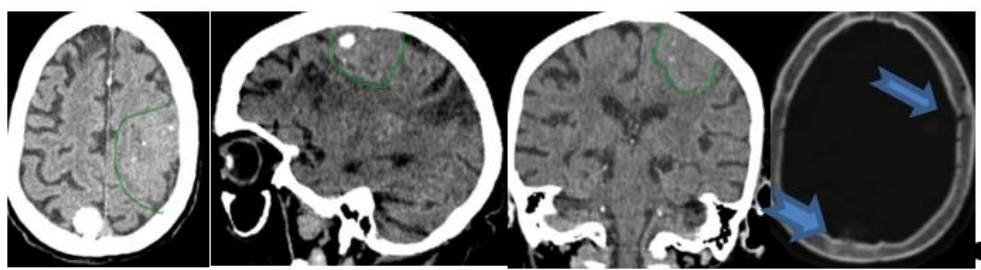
15.08.2019. КТ головного мозга, нативное изображение, аксиальная, сагиттальная и коронарная проекции, последнее изображение – режим костного окна. Линиями обведена опухоль левой теменной доли, стрелками обозначен свод черепа на уровне опухолей теменных долей
